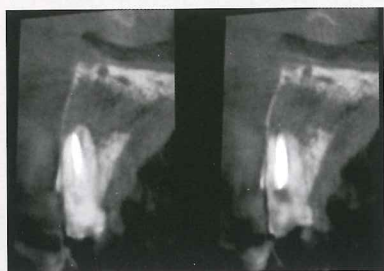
初診時のCT画像では病変も大きく、口蓋部の皮質骨が吸収している像が確認できる。冠を除去すると排膿を認めた。
